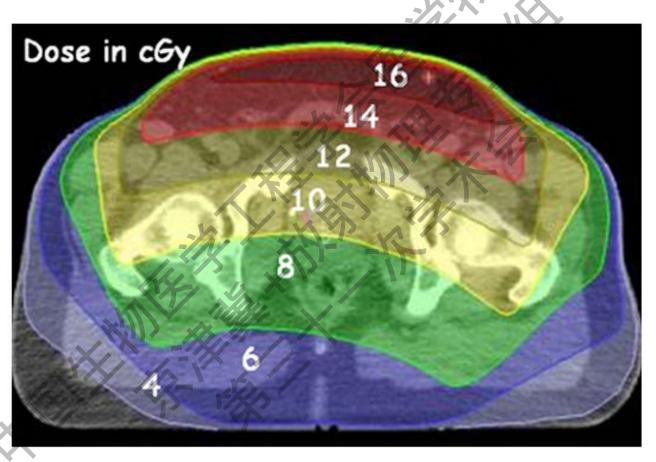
前列腺癌患者MV-CBCT定位过程中产生的剂量分布,使用6MV射束照射15MU,不对称的剂量分布是由于图像是在机架旋转200度的情况下扫描得到的。
